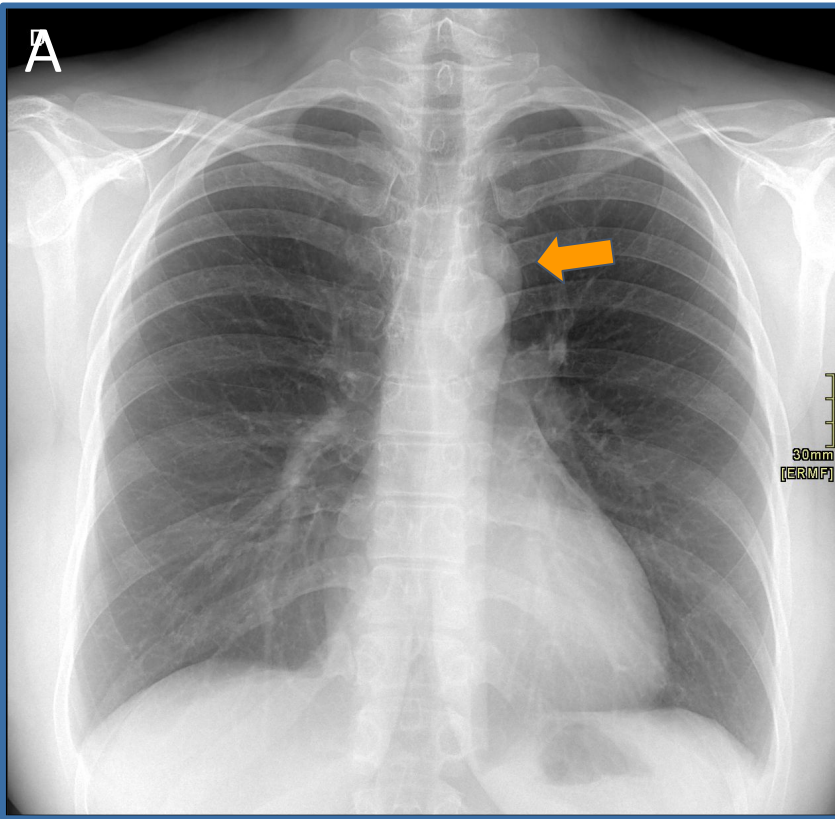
Radiografía de tórax posteroanterior (A) y lateral (B). Imagen nodular de contornos bien definidos, probablemente correspondiente a una lesión del mediastino posterior (flechas).
